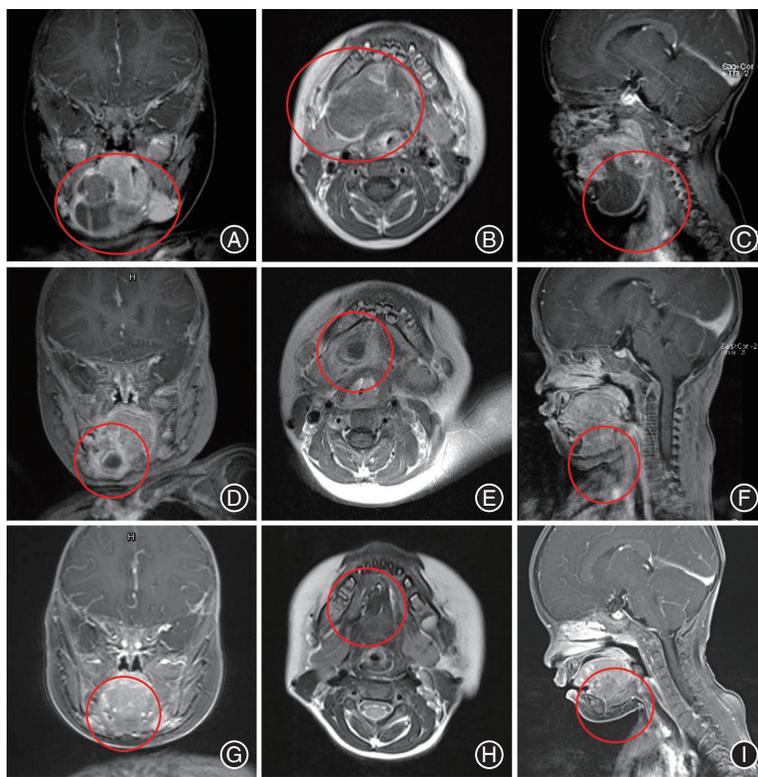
平阳霉素(PYM)复合剂治疗大囊型淋巴管畸形前后磁共振成像(MRI)影像 接受PYM复合剂治疗的1例淋巴管畸形患儿资料(女, 1岁4个月, 主因发现右颌下区肿物1个月入院)。A、B、C分别为术前冠状位、横断位、矢状位MRI影像, 病灶大小约5.2 cm × 3.4 cm × 4.7 cm; D、E、F分别为第一次PYM复合剂治疗后3个月复诊冠状位、横断位、矢状位MRI, 病灶明显缩小; G、H、I分别为第二次注射治疗后5个月复诊冠状位、横断位、矢状位MRI, 病灶基本消失。红色圈内为大囊型淋巴管畸形病灶位置。
